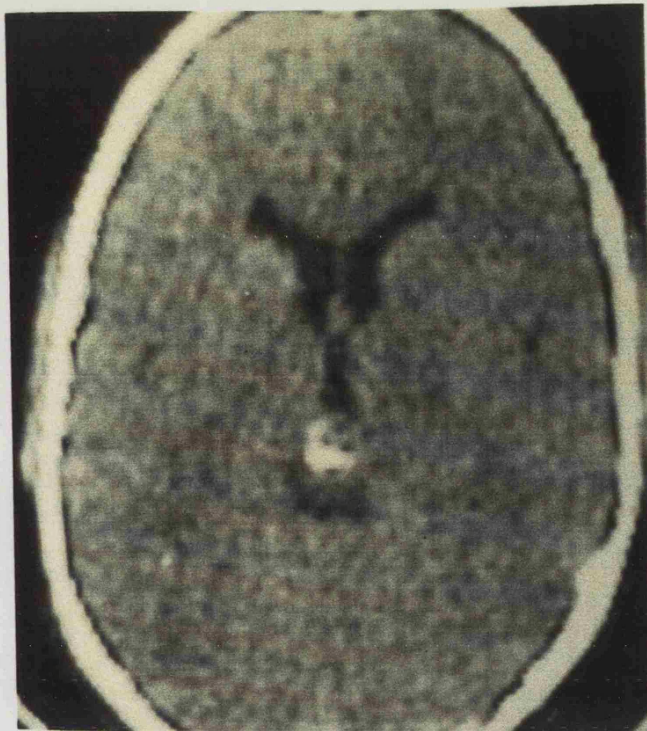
Imagen TAC de un coriocarcinoma o germinoma con secreción de HGC (Caso 25).
